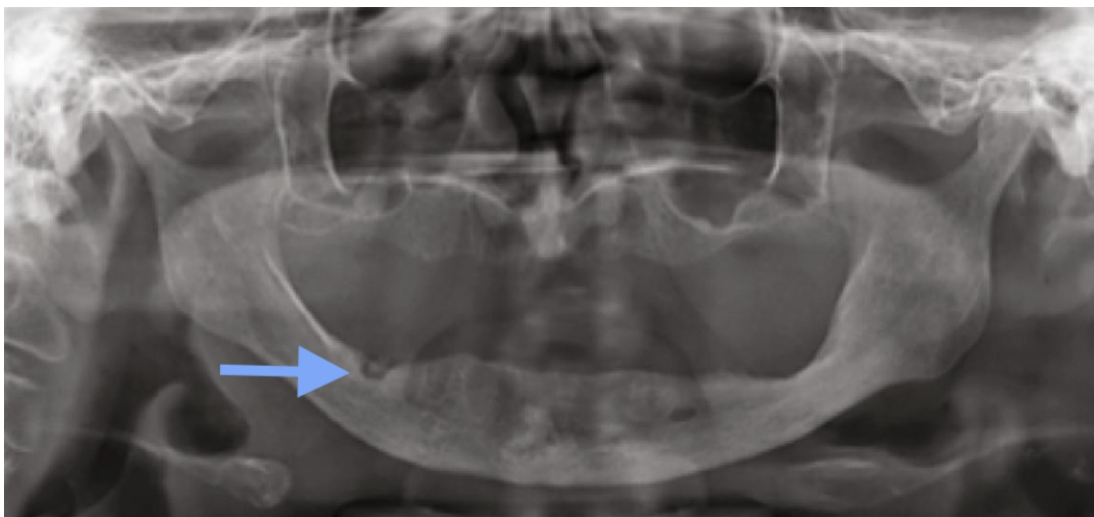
cliché radiographique de l'ostonécrose de stade 0 de la figure 8 (52).
